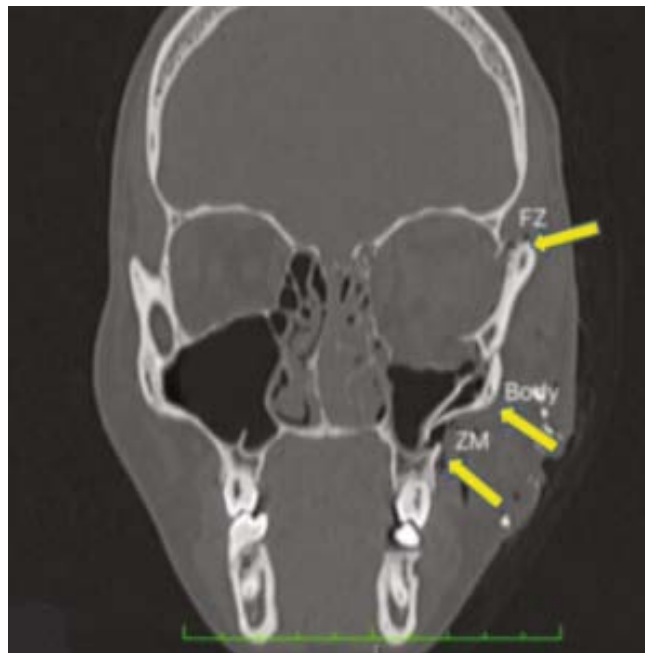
TDM en Coupe coronale montrant des séparations au niveau des sutures fronto-zygomatique et zygomatico-maxillaire avec déplacement médial du corps zygomatique [12]
